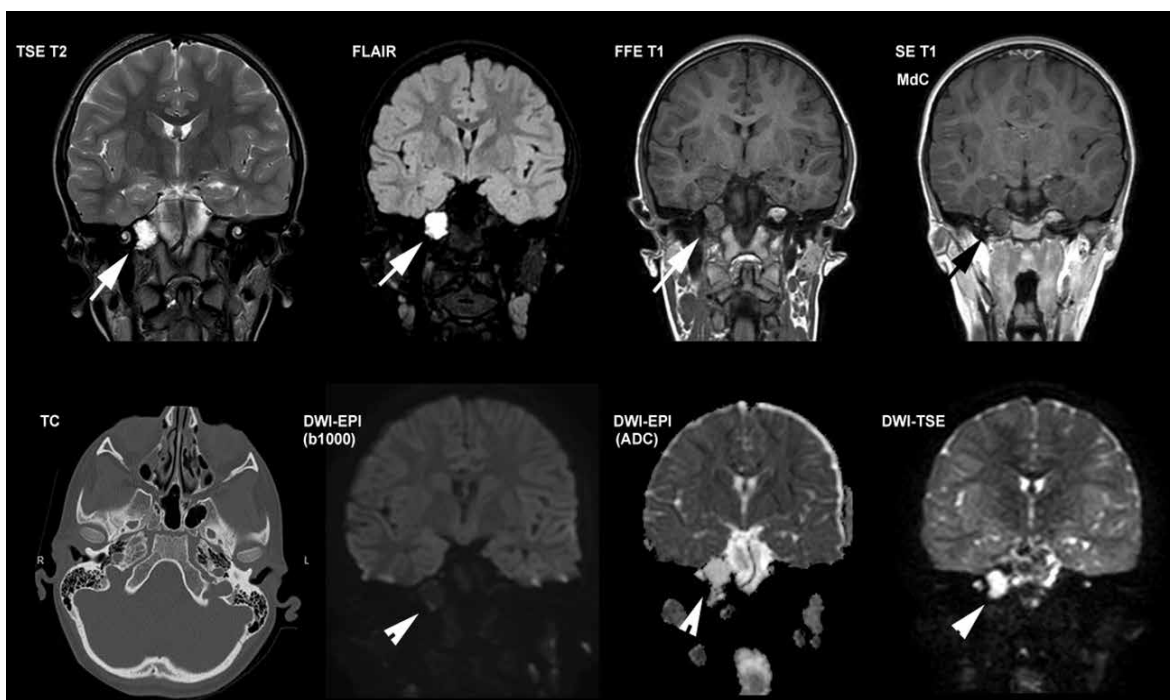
Sono riportate le immagini di una paziente di aa. 44 con reperto di Granuloma Colestermico a destra (freccie). Nella sequenza DWI-TSE la lesione appare visibile come un cerchione di iperintensità con porzione centrale ipointensa (teste di freccia) mentre nella sequenza DWI-EPI (ADC) la lesione appare scarsamente visibile e confondibile come artefatto.
